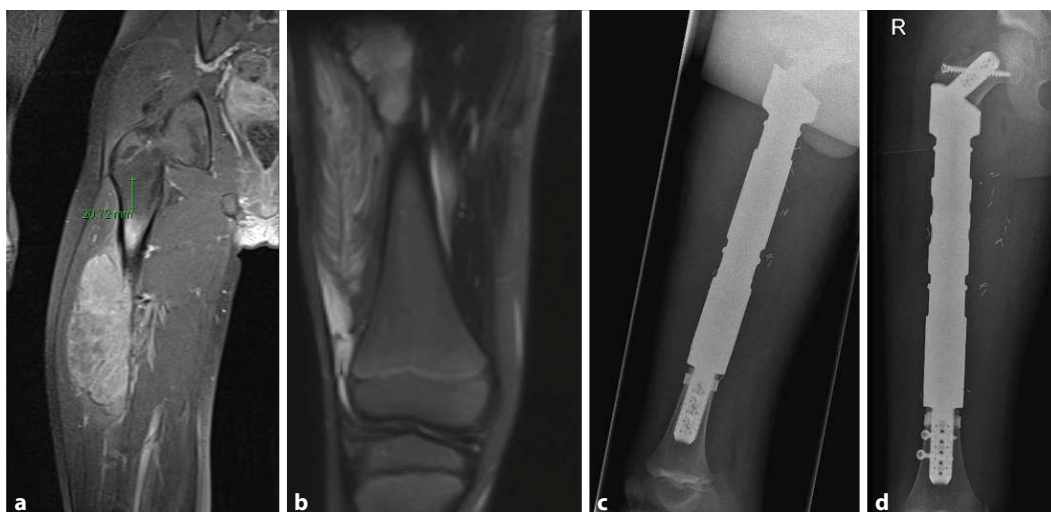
◀ Präoperative MRT (a,b) und postoperative Röntgenbildgebung (c,d) eines Patienten mit Ewing-Sarkom des Femurs und Rekonstruktion mit 3-D-gedruckter Individualprothese unter Schonung der Gelenke und Wachstumsfugen. MRT Magnetresonanztomographie
